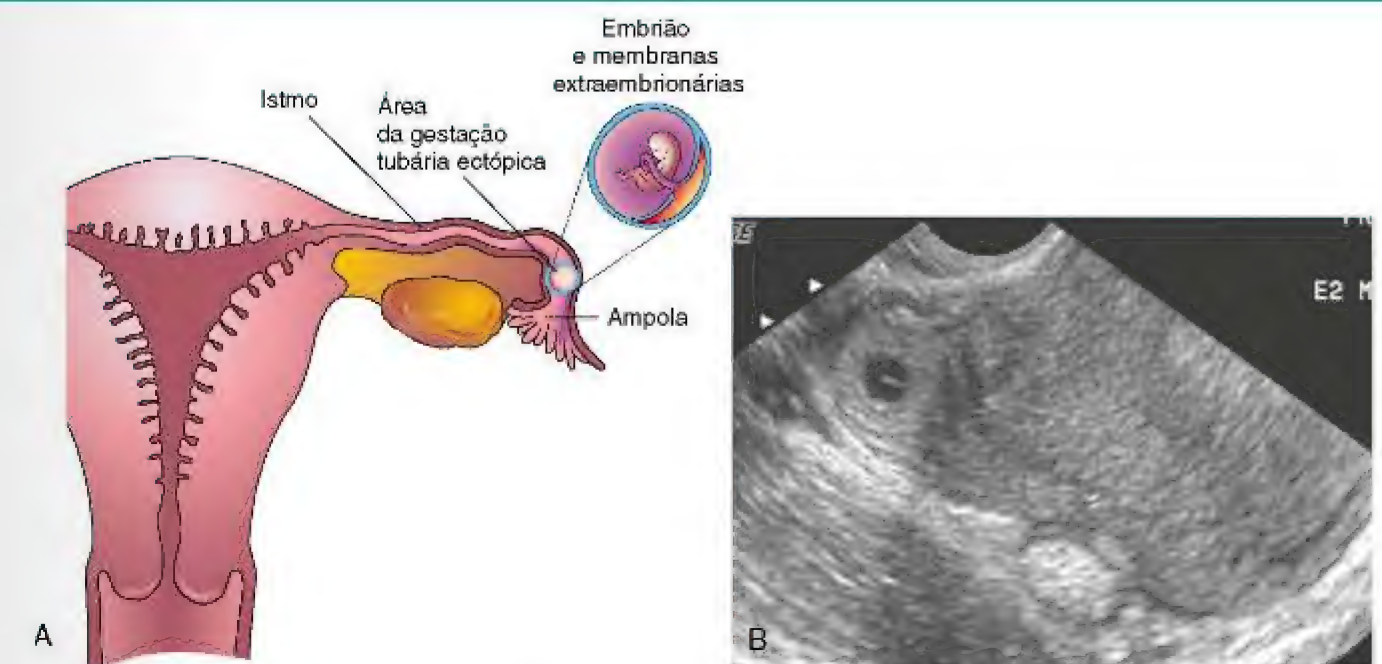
A, Corte coronal do útero e da tuba uterina ilustrando uma gestação ectópica na ampola da tuba uterina. B, Sonograma axial do fundo do útero e da porção ístmica da tuba uterina direita. A massa semelhante a um anel é um saco coriônico ectópico (gestacional) de 4 semanas na tuba (seta). (B, Cortesia de E. A. Lyons, MD, Department of Radiology, Health Sciences Centre, University of Manitoba, Winnipeg, Manitoba, Canada.)
